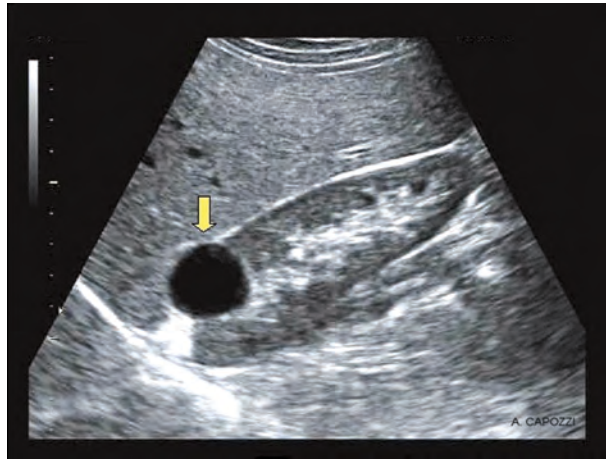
Ecografia che evidenzia una cisti renale (formazione anecogena indicata dalla freccia)
